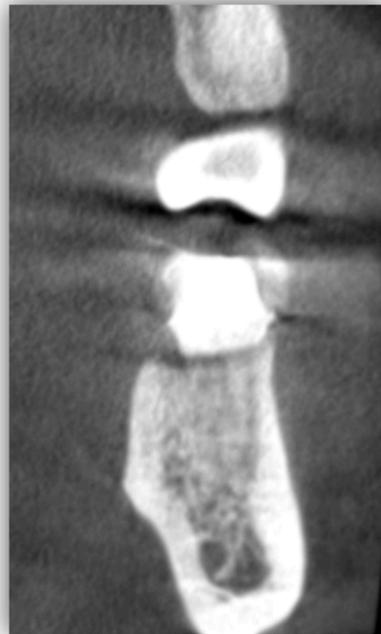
Estudio Cone Beam de seguimiento, con estabilidad de la zona: A) Corte sagital. B) Corte transversal. C) Corte coronal.
